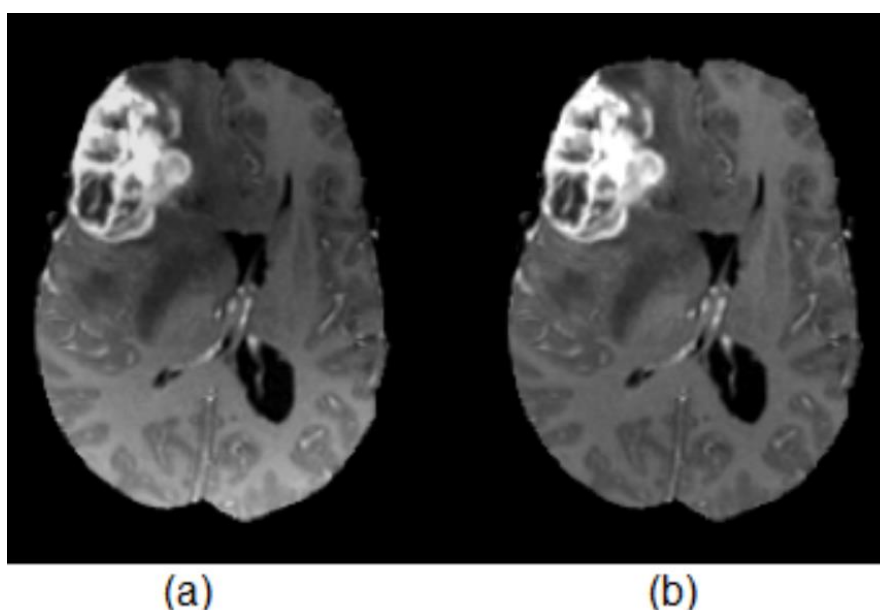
МРТ-зображення до та після N4ІТК
